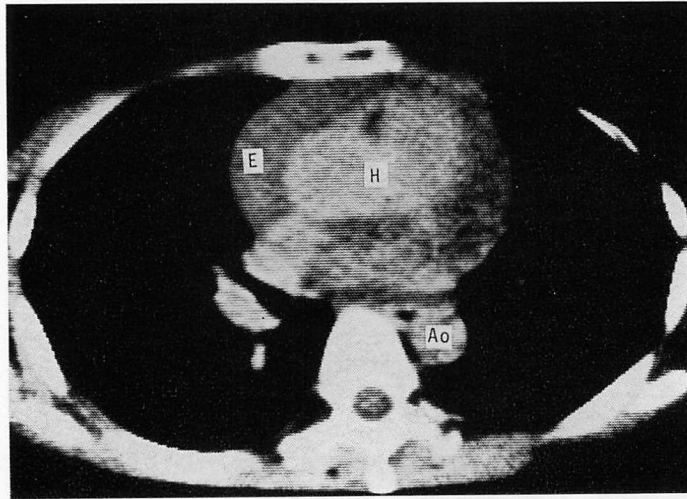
Computed tomogram of a patient with carcinomatous invasion to the pericardium.
